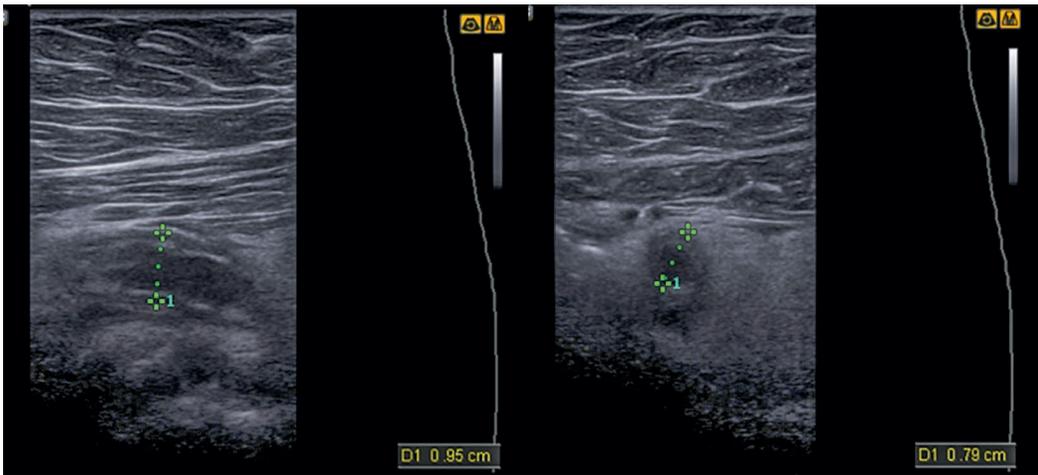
Sonographische Darstellung einer akuten Appendizitis im Längsschnitt und Querschnitt
